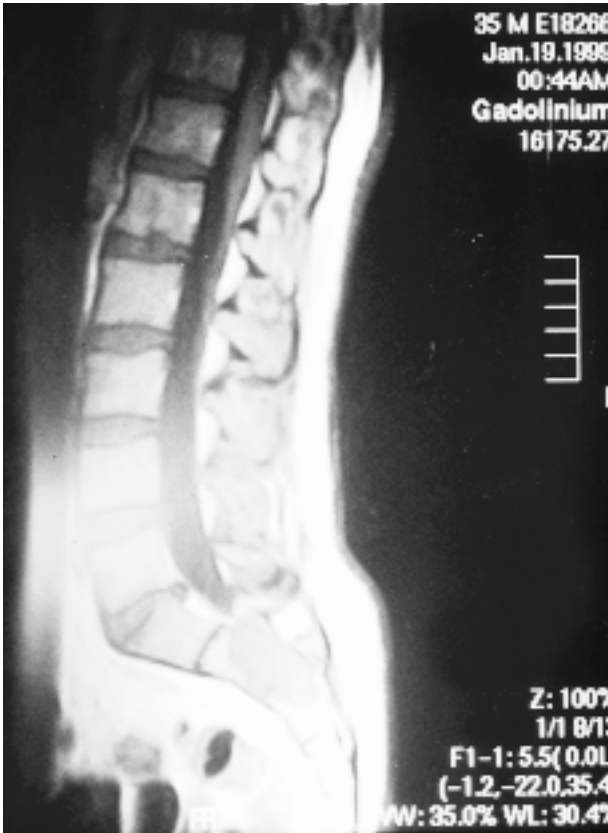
RMN: Tumor expansivo en cola de caballo.
